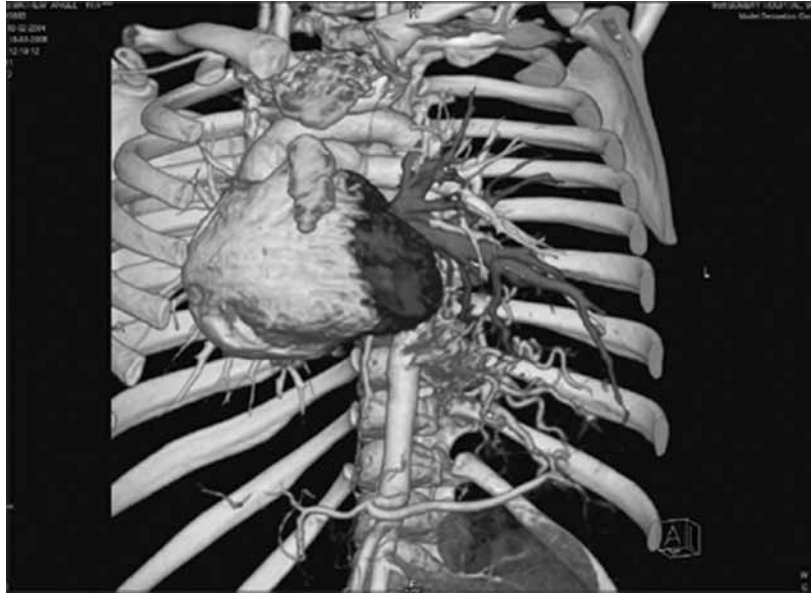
Artère séquestrante du lobe inférieur gauche (TDM 3D)
